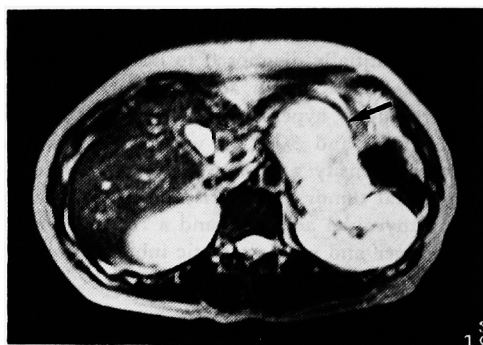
T2 weighted MRI shows retroperitoneal tumor of hyperintensity.
